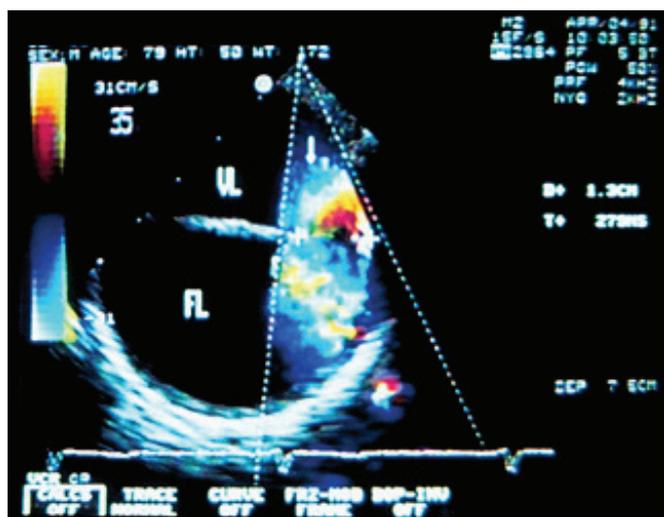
Ecocardiografia transesofágica demonstrando a dupla luz na dissecção da aorta descendente.
